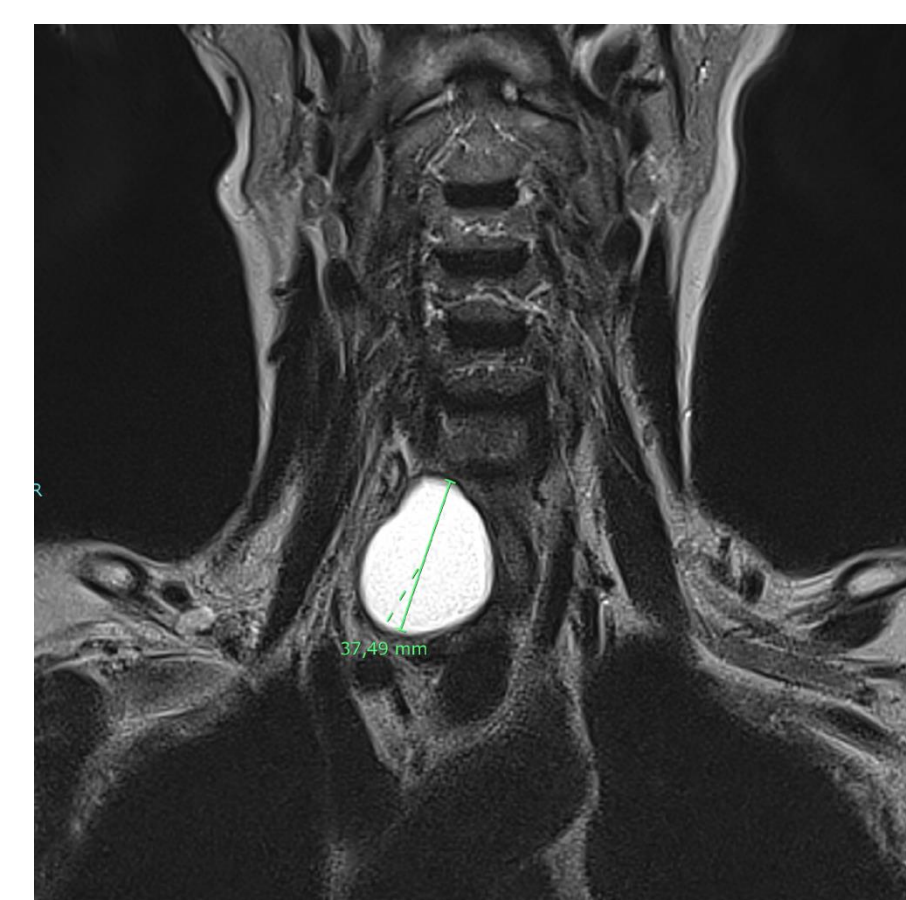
RMN collo: coronale a sinistra, trasversale a destra. La freccia indica il livello
